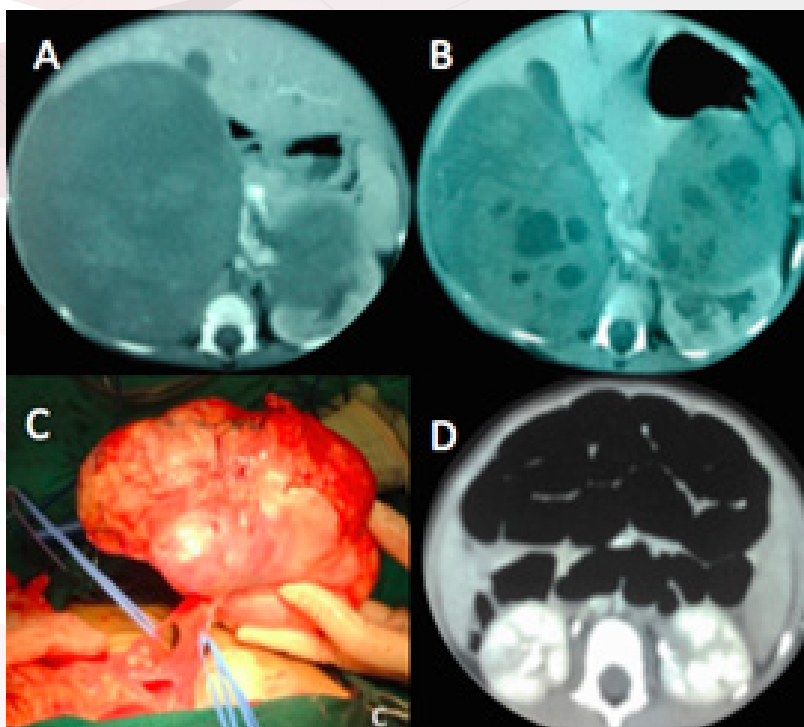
Caso n°2 TC de abdomen
